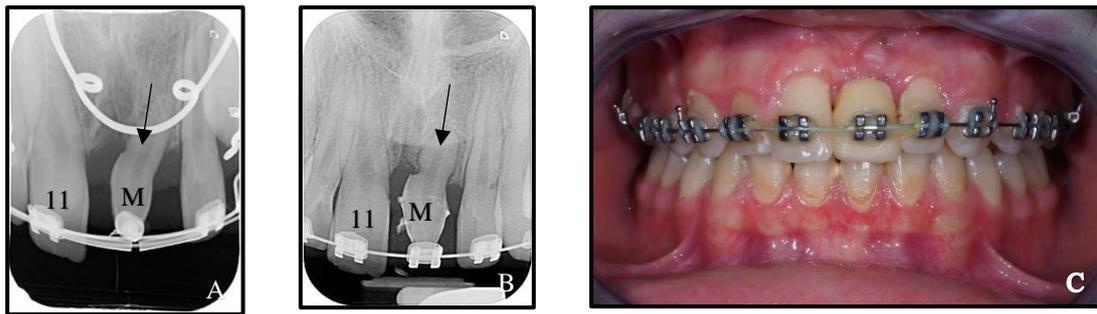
Traction orthodontique du mésiodens et réalisation d'une couronne provisoire en résine, radiographie pré-prothétique (A), radiographie prothèse provisoire scellée (B) photographie en occlusion de face (C). CROZET Alexandre, CHU de Nantes
